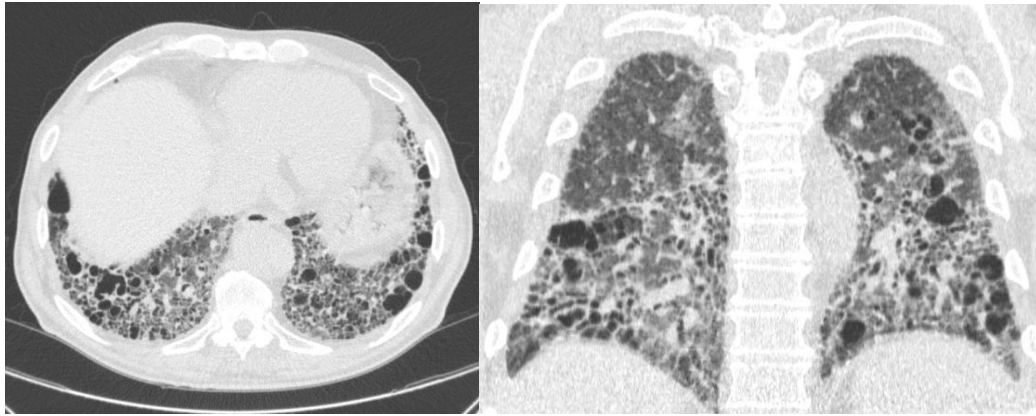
&2: TC de tórax evidencia faveolamento predominando nos dois terços inferiores dos pulmões, associado a opacidades reticulares. Leve predominância na região subpleural.
